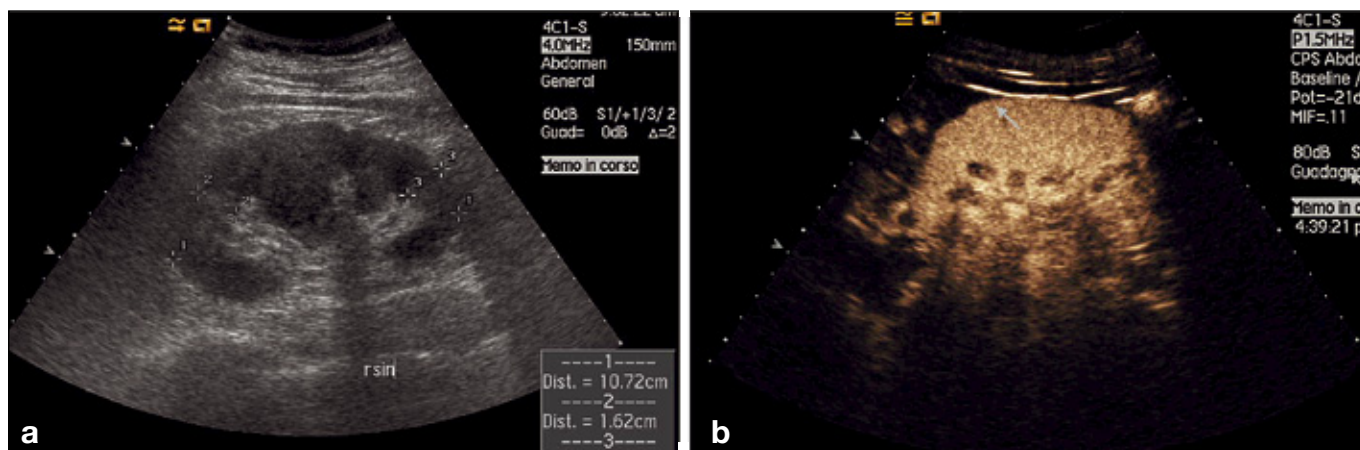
Caratterizzazione ecocontrastografica delle pseudolesioni renali. a) All'ecografia B-mode presenza sul rene sinistro di neoformazione mesorenale che si approfonda posteriormente; b) Alla ceus la pseudolesione presenta iso-enhancement rispetto al parenchima circostante in tutte le fasi. Pattern compatibile con ipertrofia della colonna di Bertin.
